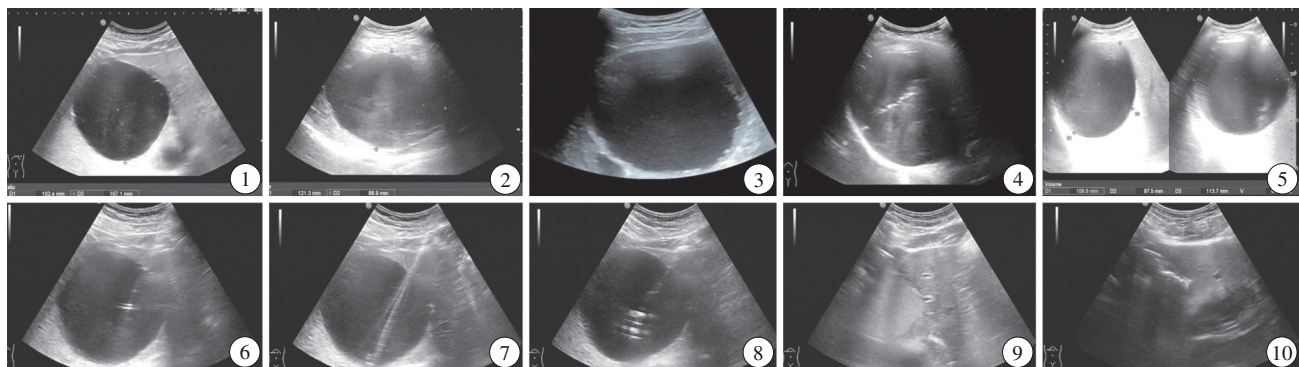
~5 肝内不同位置圆形、类圆形囊肿,壁薄,透声好,后方回声增强。图1 肝内圆形囊肿;图2 肝内类圆形囊肿;图3 肝边缘圆形囊肿;图4 肝顶部边缘囊肿,受肺气干扰囊腔内透声差;图5 利用超声机器软件自动算出囊肿容积。图6~10 男,68岁。图6 超声引导下18G穿刺针刺入囊肿中心囊肿内见强回声针;图7 置入导丝 囊肿内见导丝强回声;图8 置入引流导管囊肿中后部猪尾巴状引流管强回声;图9 生理盐水冲洗 缩小的囊肿内见密集光点翻滚;图10 注入泡沫硬化剂囊肿内见气体样强回声。
